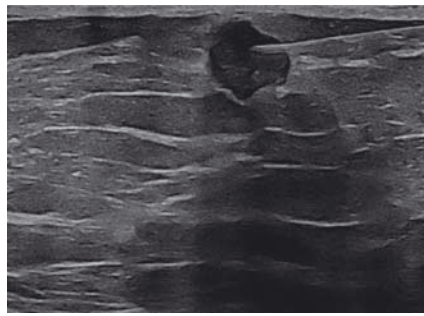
Image échographique de l'aiguille dans le nodule.
